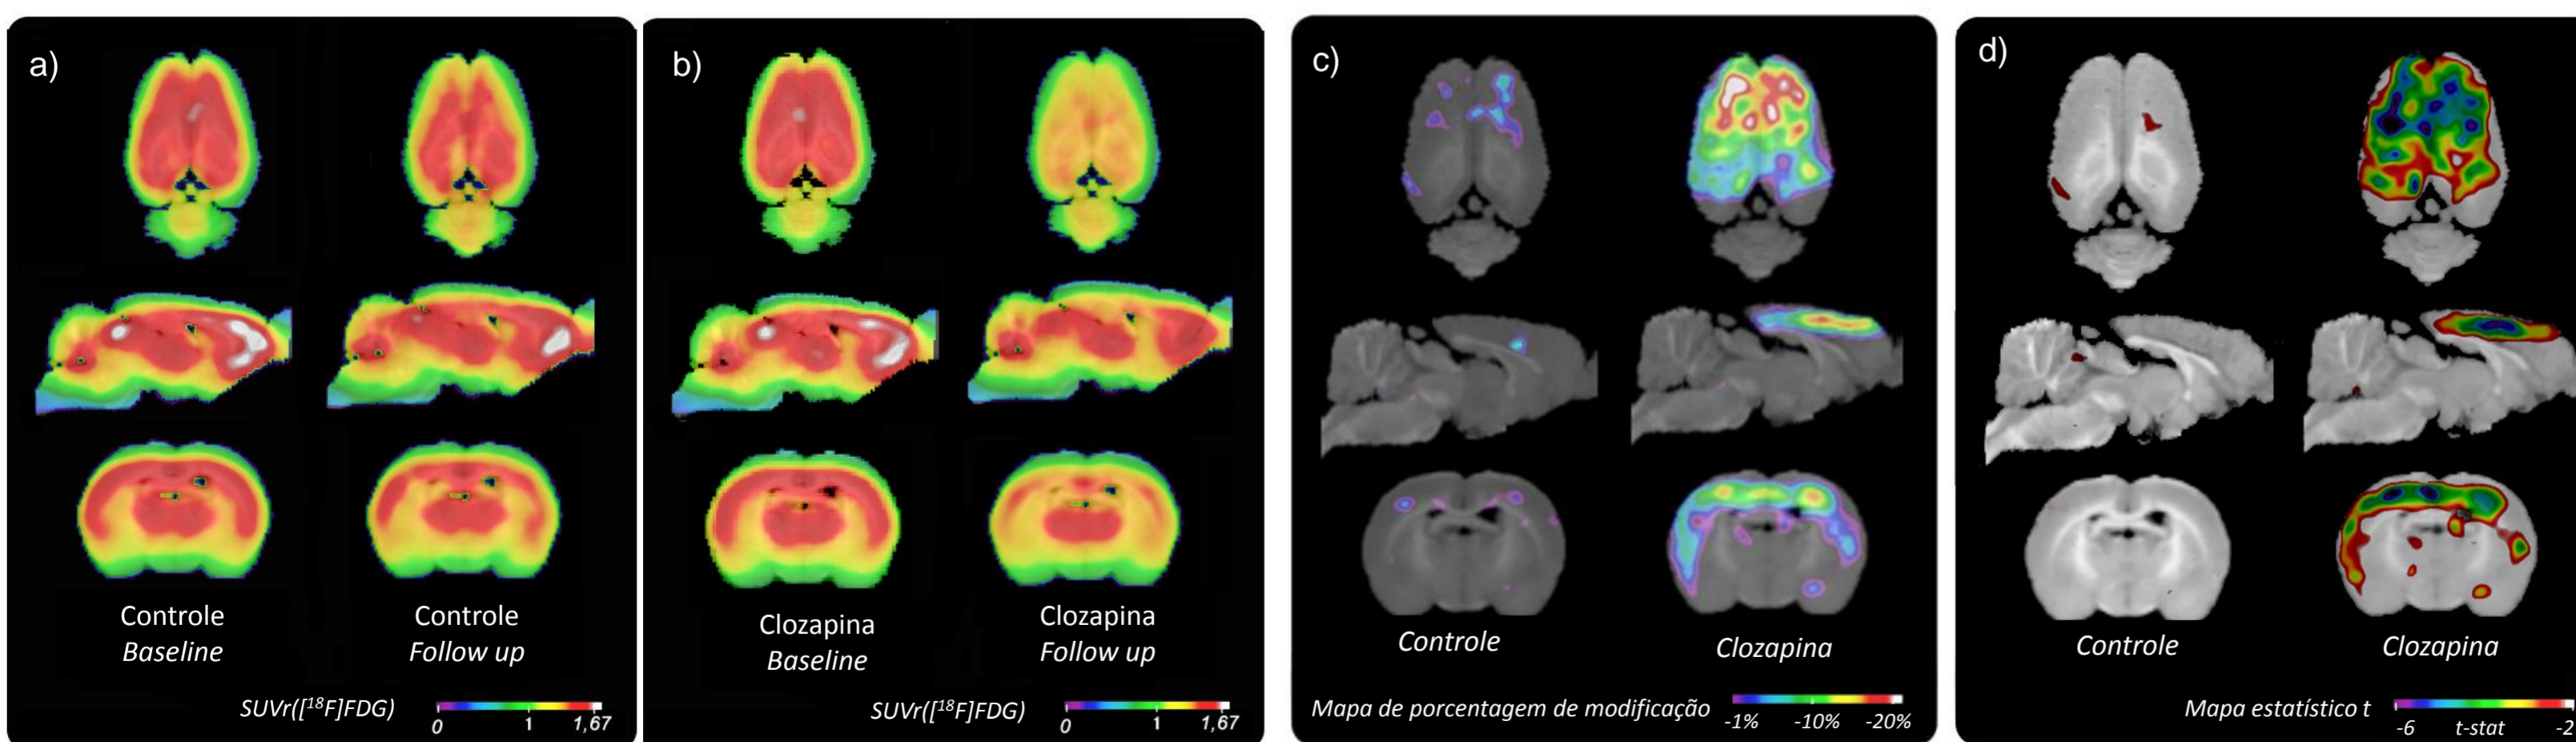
Efeitos do tratamento com Clozapina no [¹⁸F]FDG-PET. (a) Mapas metabólicos cerebrais com o SUVR médio dos grupos controle (a) e clozapina (b) antes e depois do período de tratamento. (c) Mapas representando o percentual de modificação nos grupos controle e clozapina após o período de tratamento em relação ao escaneamento inicial do grupo. (d) Mapa estatístico T demonstrando o hipometabolismo estatisticamente significativo nos grupos controle e clozapina após o tratamento em relação ao escaneamento inicial (d). As imagens de [¹⁸F]FDG-PET estão projetadas em uma imagem de ressonância magnética padrão nos planos axial, sagital e coronal. SUVR = *standardized uptake value normalized by a reference region*. Região cerebral de referência do SUVR = Ponte. (n= 8 animais por grupo).
